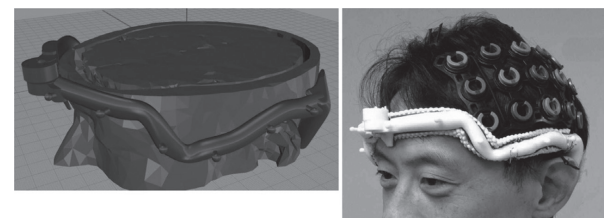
光トポグラフィのプローベ固定具を試作。右のように実際の頭部の MRI データに巻きつけるようにフレーム(紫の部分)を設計し、左図のようなフレーム(白い部分)を作成した。最終的には量産できないため、3D プリンタの出力をそのまま実用している。(口絵にカラー版掲載)
